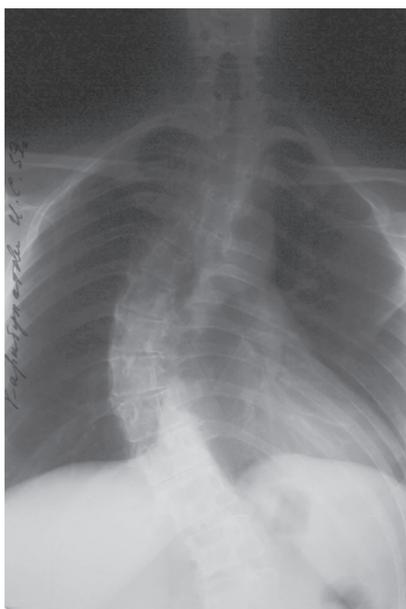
Рентгенограммы пациентки К., 39 л., с ригидной деформацией грудного отдела позвоночника 4 ст. по Чаклину
